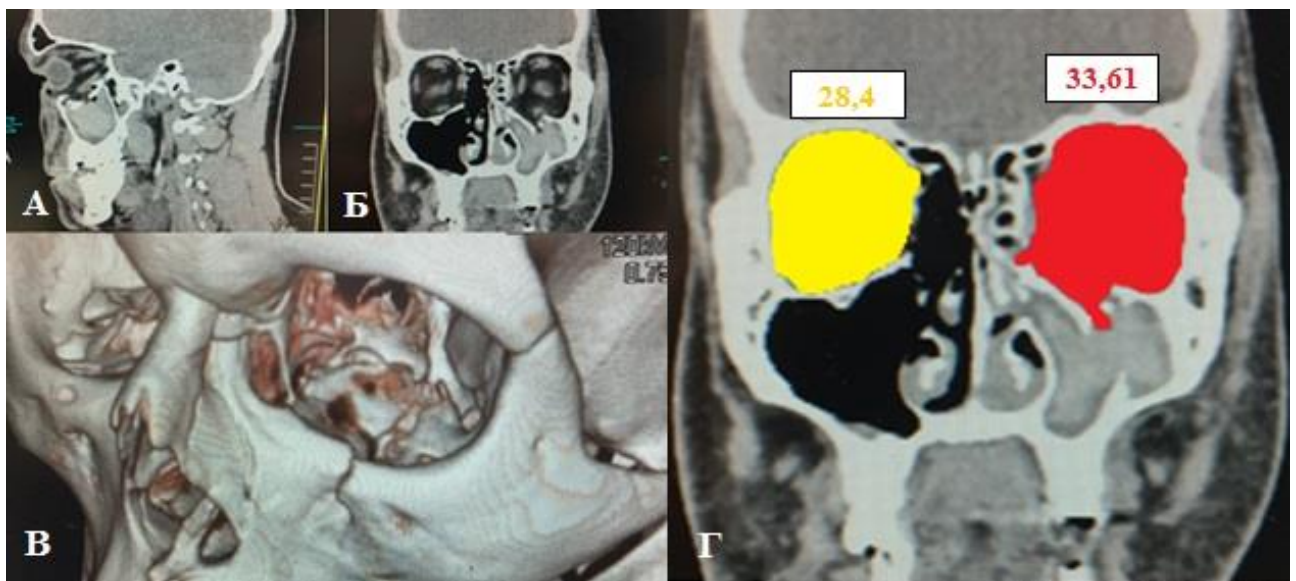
Срезы компьютерной томографии пациента М. ИБ № 46385 на предоперационном этапе: определяется перелом в области нижней стенки левой глазницы с вовлечением области нижнеорбитального края (А-В). По результатам волюметрического анализа, увеличение объема поврежденной орбиты составило 5,21мл (Г)
